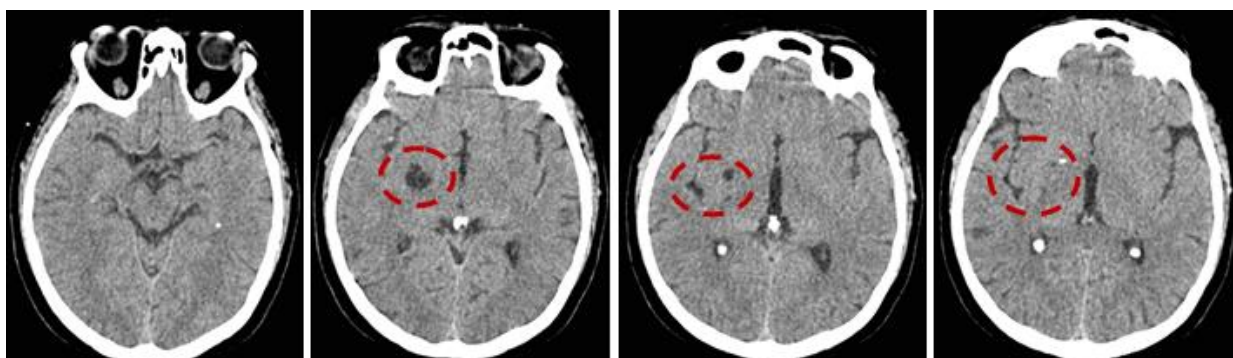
CT cerebral. NCC. Calcificate intracerebrale multiple. Chist intraventricular în cornul drept al ventriculului lateral.
